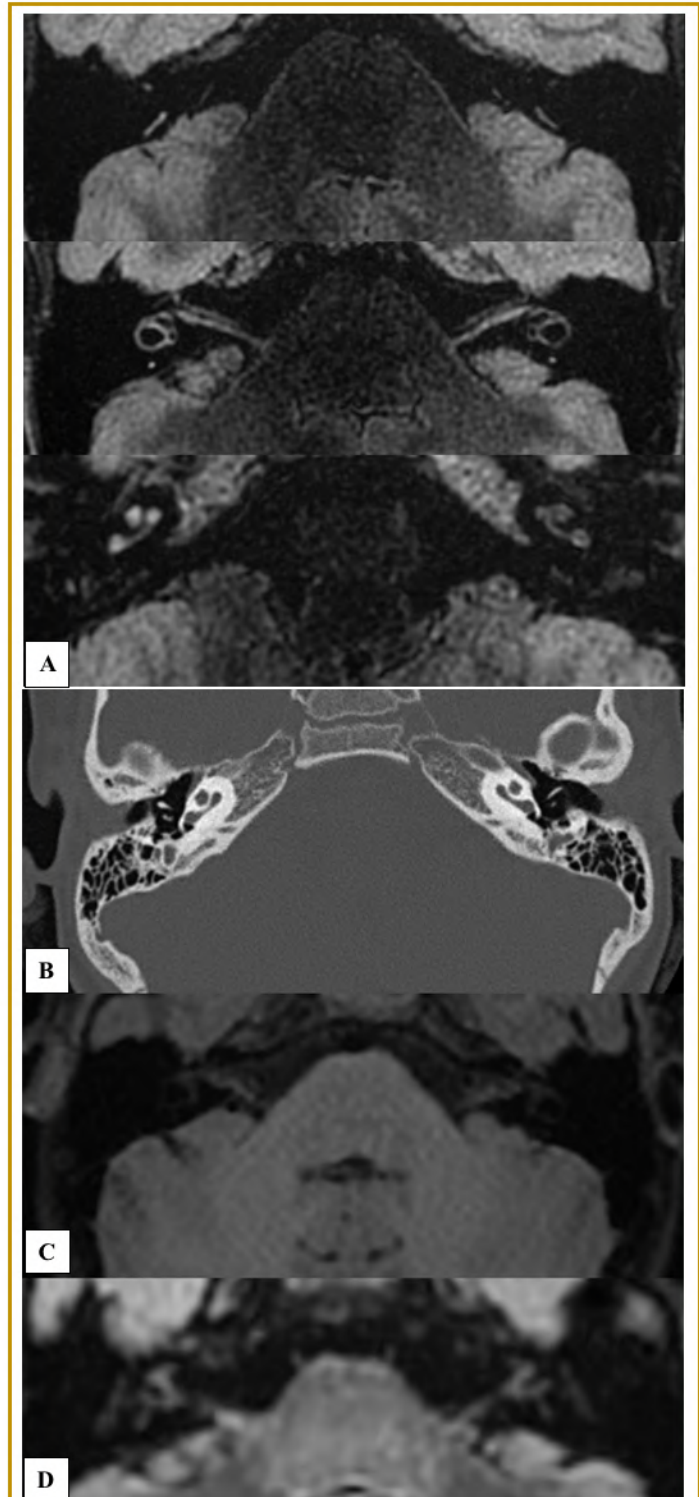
8 ans, vertige aigu post traumatisme crânien prédominant à droite. Surdité séquellaire sévère à profonde à droite. Aréflexie canalaire droite en cours d'amélioration (persistance d'une atteinte du canal semi-circulaire postérieur droit). (A) Aspect de labyrinthite post-traumatique avec prise de contraste périlymphatique droite diffuse. (B) Pas de lésion osseuse post traumatique sur le scanner et (C et D) Pas de signe d'hémorragie intralabyrinthique sur la séquence T1 et FLAIR sans injection.
